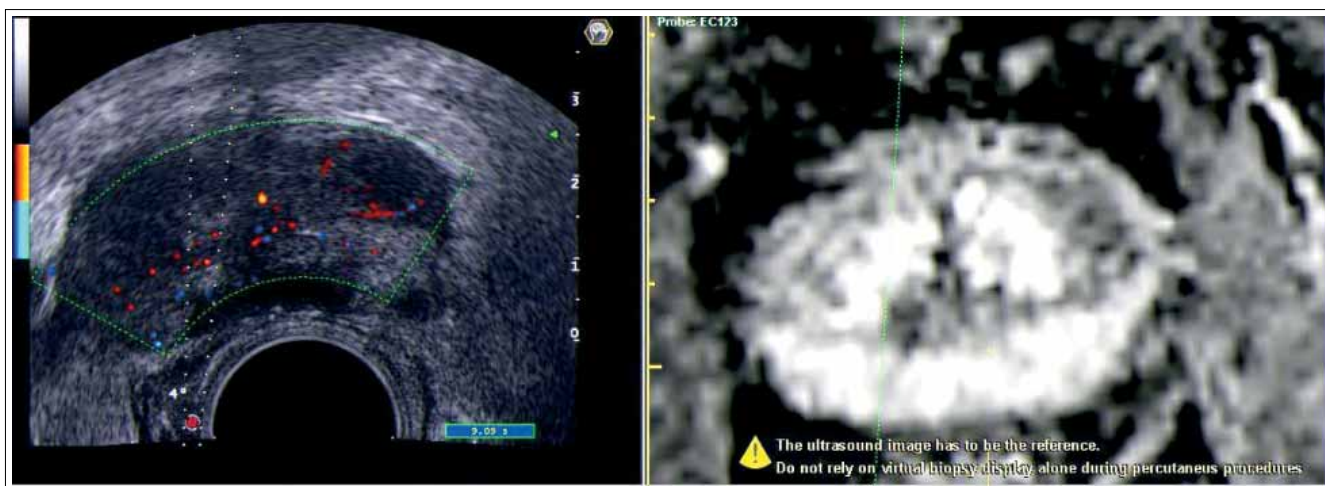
Совмещенное УЗ–МРТ-изображение. Линия предстоящей пункции на УЗ- и МРТ-изображениях проходит через участок периферической зоны правой доли ПЖ, характеризующийся значительным накоплением МР-контрастного препарата
